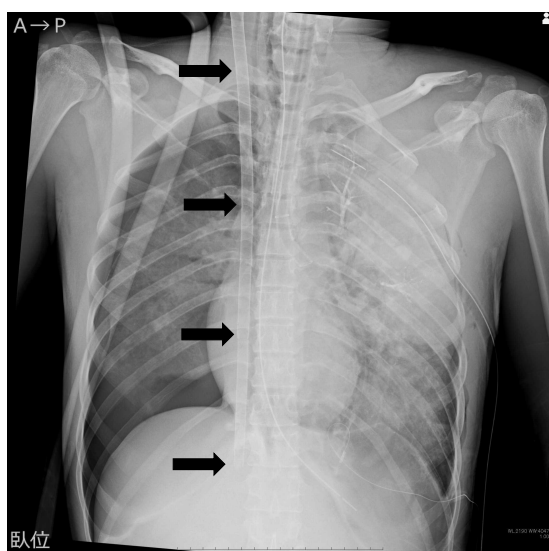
Double lumen catheter (DLC) 挿入・veno-venous extracorporeal membrane oxygenation (V-V ECMO) 開始後の胸部X線単純写真
